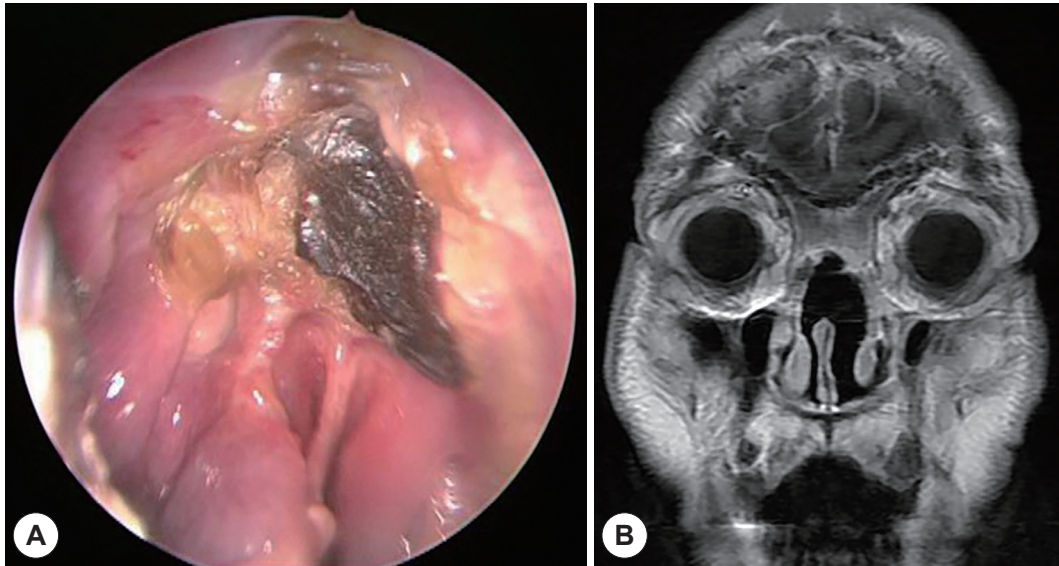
Post-operative findings. Endoscopic exam shows well healing state of the nasal cavity 2 months after the operation (A). Post-operative MRI shows no sign of recurrence or remnant tumor (B).
